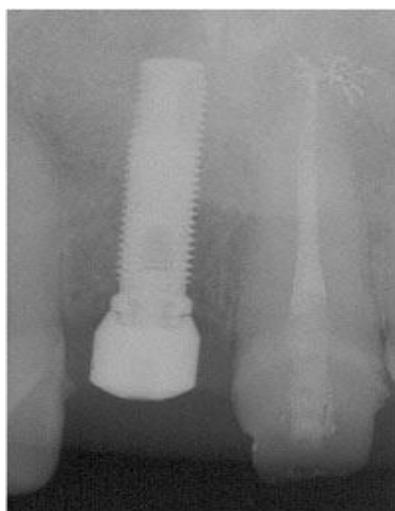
Radiografía periapical. Control de implante único inmediatamente luego de la instalación. Tomado de www.esorib.com/Implant_zona_anterior.html.
